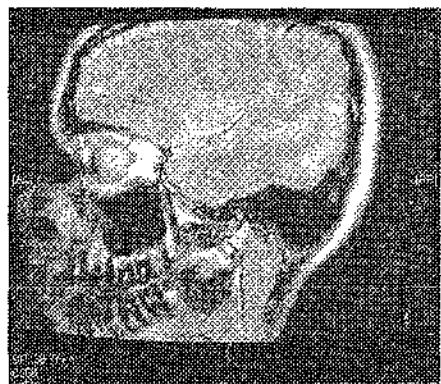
МР-томограма лівого СНЩС пацієнтки Б-р., 27 років.
